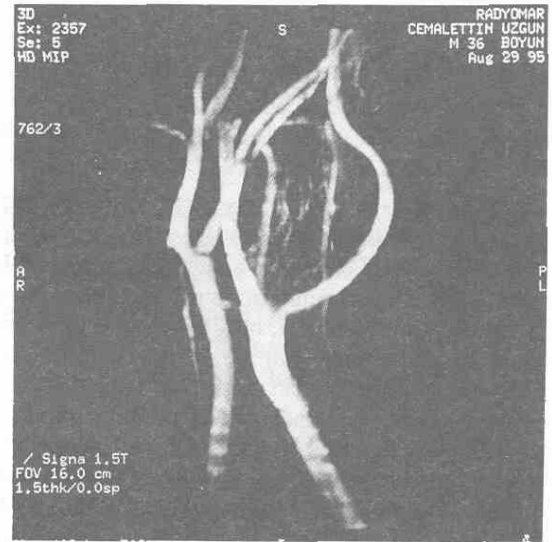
Olgu 2'de Anjiyografide ipsilateral timpanik bölüm.
